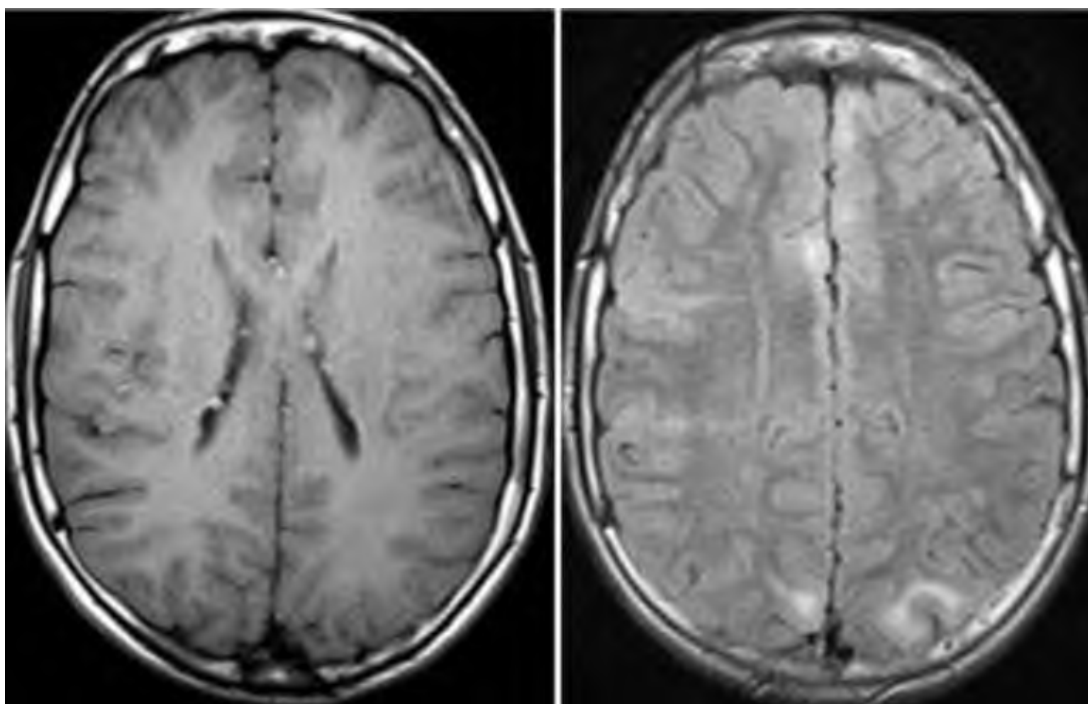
Поражение головного мозга при туберозном склерозе (<https://radiographia.info>).
